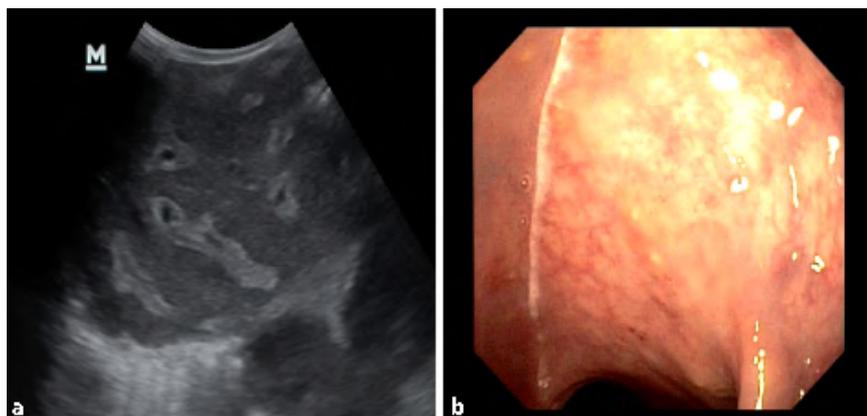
▲ a Typischer sonographischer Befund einer ausgeprägten, periportalen Fibrose bei Schistosomiasis („pipestem fibrosis“). b Typisches Bild einer Sigmaschleimhaut bei Schistosomiasis mit gelblichen, subkutanen, Eigranulomen („sandy patches“)
